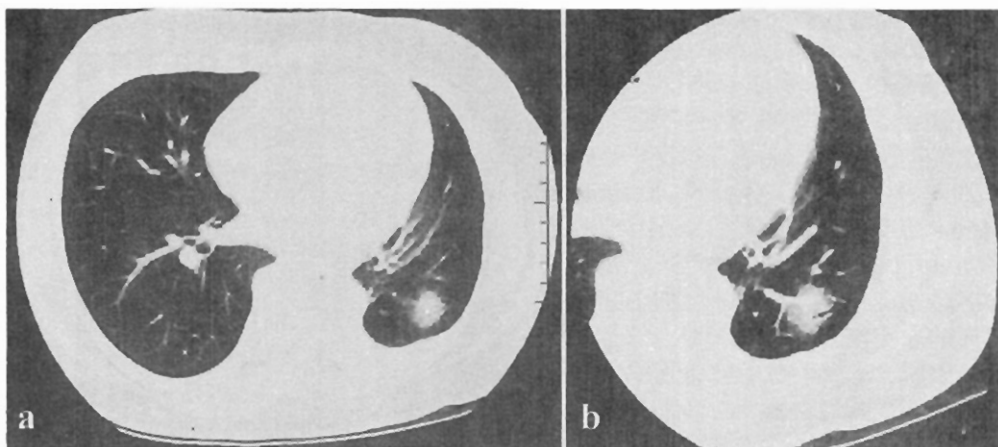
(a) Conventional CT reveals a nodular lesion 2.0 cm in diameter in left residual lung. (b) Thin-section CT reveals ground-glass opacity (GGO) with preservation of bronchial and vascular margins.
